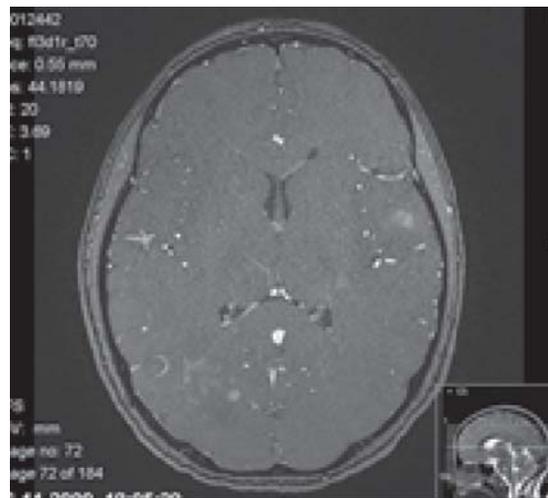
RMN cerebral revelando lesiones cerebrales múltiples, sugiriendo recurrencia de leucemia.
